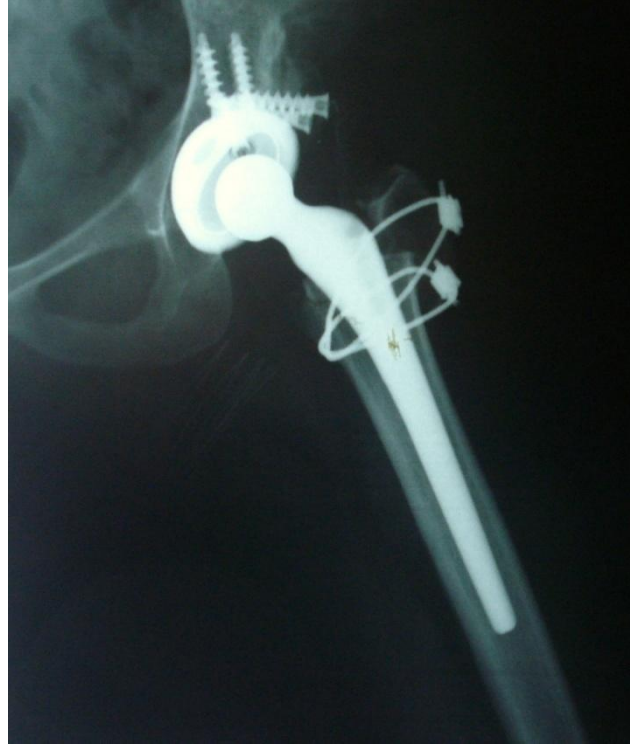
Postop 20. Ay AP Sol Kalça Grafisi
